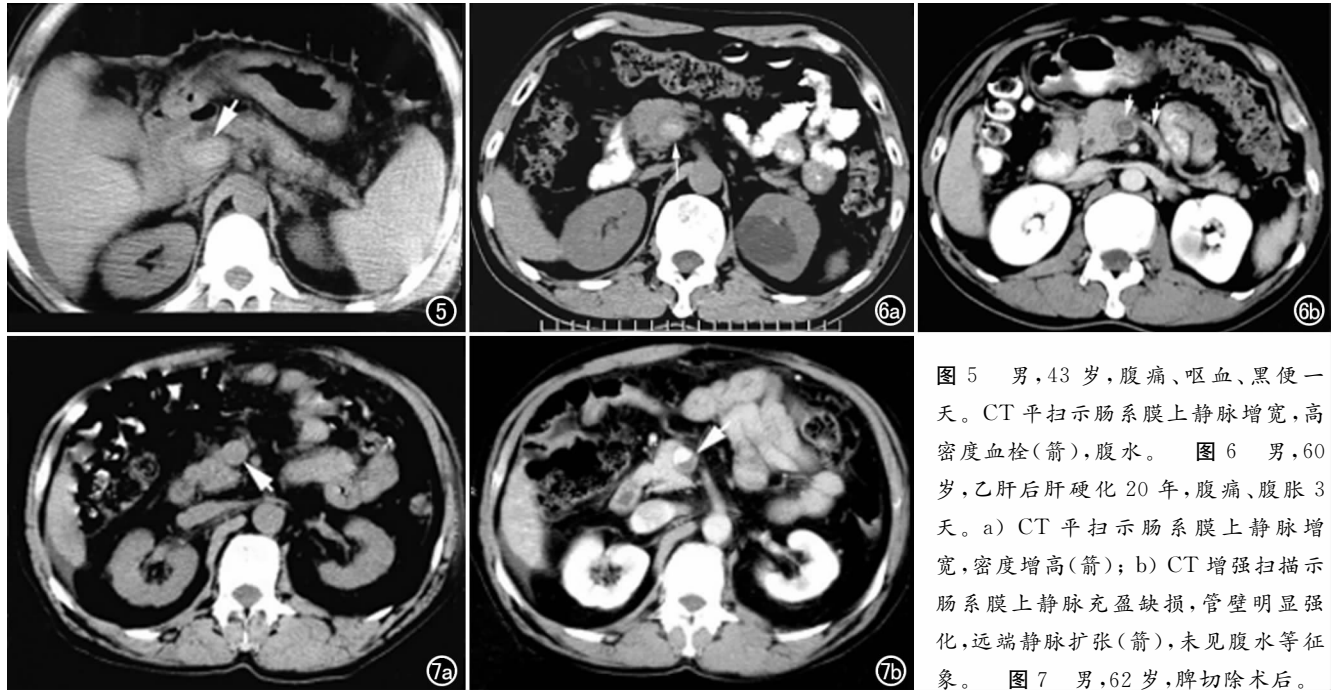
男, 43 岁, 腹痛、呕血、黑便一天。CT 平扫示肠系膜上静脉增宽, 高密度血栓(箭), 腹水。图 6 男, 60 岁, 乙肝后肝硬化 20 年, 腹痛、腹胀 3 天。a) CT 平扫示肠系膜上静脉增宽, 密度增高(箭); b) CT 增强扫描示肠系膜上静脉充盈缺损, 管壁明显强化, 远端静脉扩张(箭), 未见腹水等征象。图 7 男, 62 岁, 脾切除术后。
